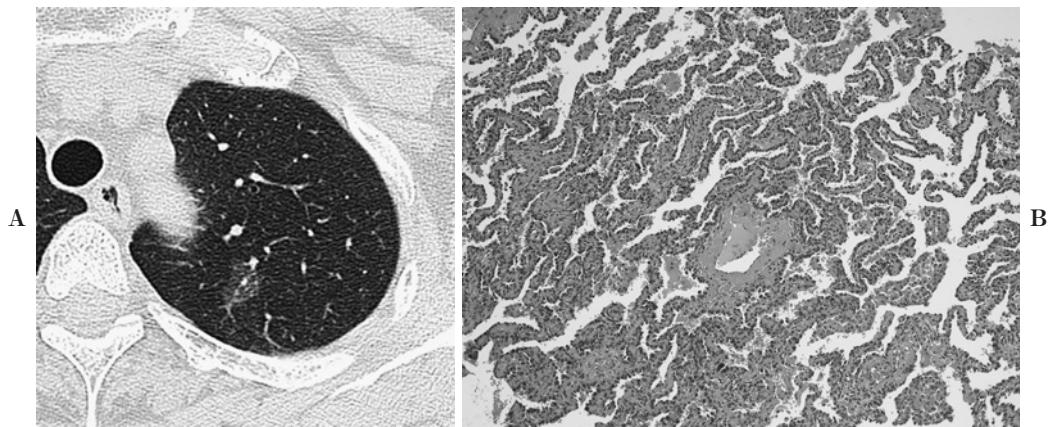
A. A chest HRCT image shows a small nodule with a ground-glass opacity (GGO) at the S1+2a segment. B. Pathologically, the nodule was non-mucinous bronchiole-alveolar carcinoma (BAC), Noguchi A-type.
